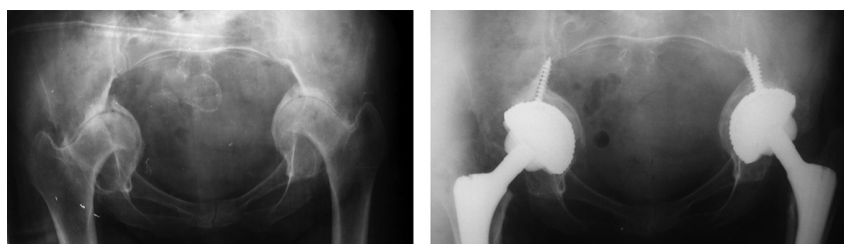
Рентгенограммы пациентки К. до и после артропластики тазобедренных суставов.
